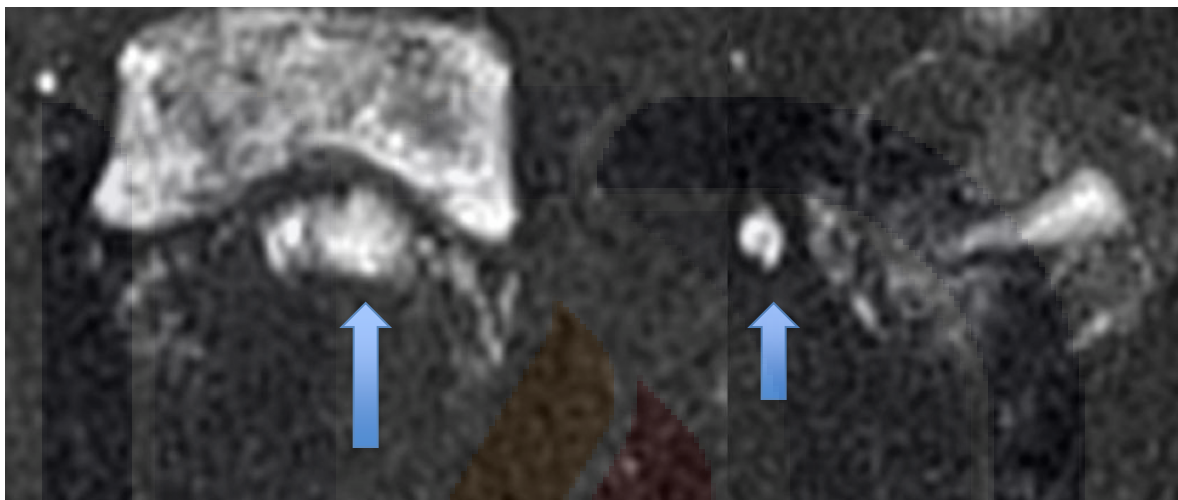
RM secuencia Difusión (tumor y ganglio).
